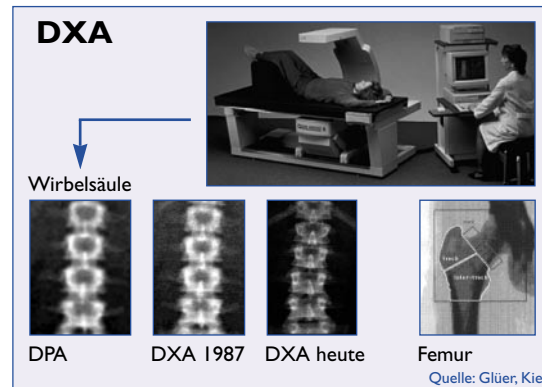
Knochendichtemessung – Röntgen-Absorptiometrie-Verfahren
